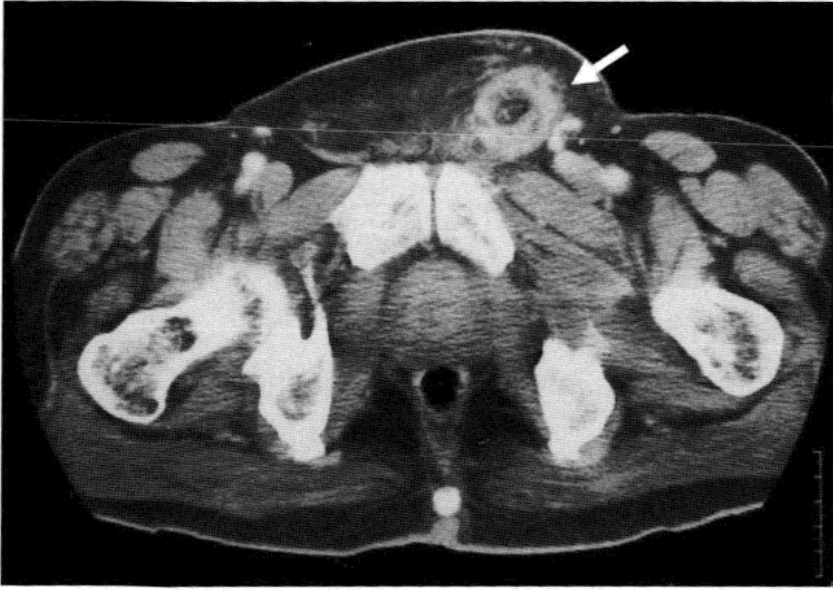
成年男性，患有附睾结核 (TB)：CT 显示左附睾扩散而来的管状软组织肿胀 (箭头)，符合结核感染扩散至精索和邻近组织表现。
